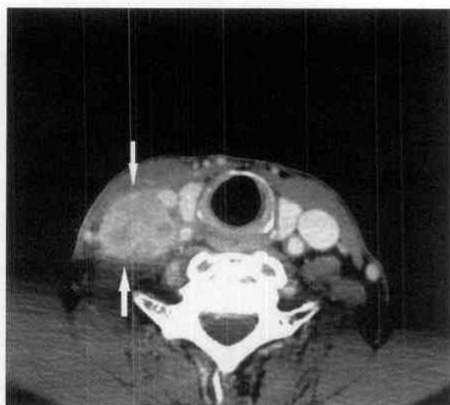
A(治療前CT)：右鎖骨上窩リンパ節腫大を認める
